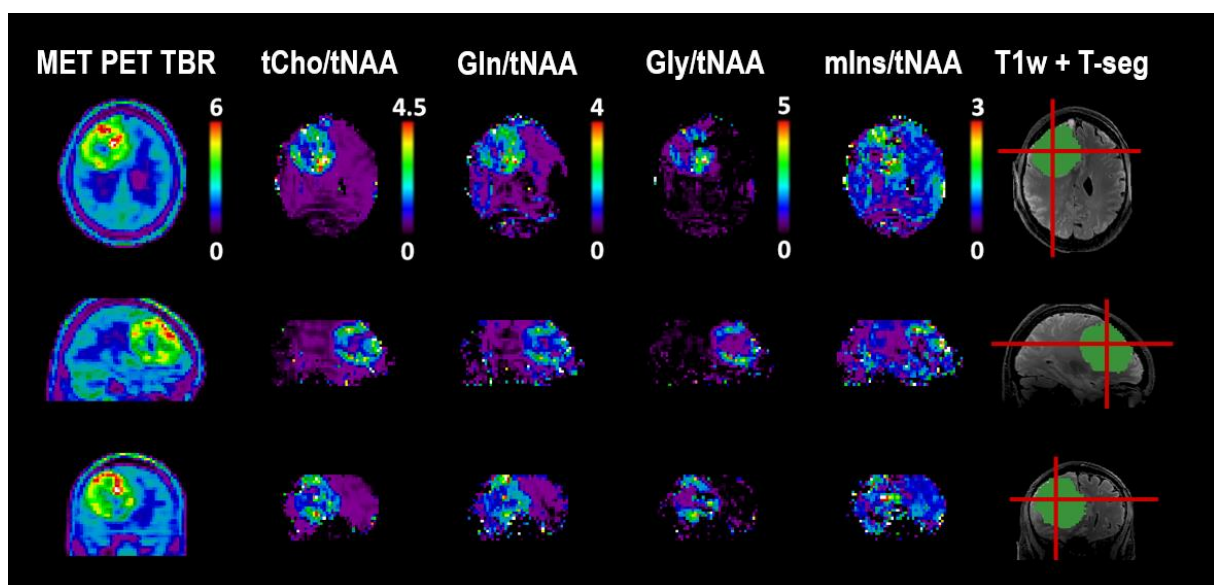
Bei diesem Patienten mit einem Astrozytom, IDH-mutiert, Grad 4, stimmen die MRSI-basierten Bilder von tCho/tNAA, Gln/tNAA und Gly/tNAA gut mit Positronenemissionstomografie (PET) überein. Alle zeigen eine räumliche Heterogenität innerhalb des Tumors. Adaptiert aus [15] unter CC-Lizenz.
